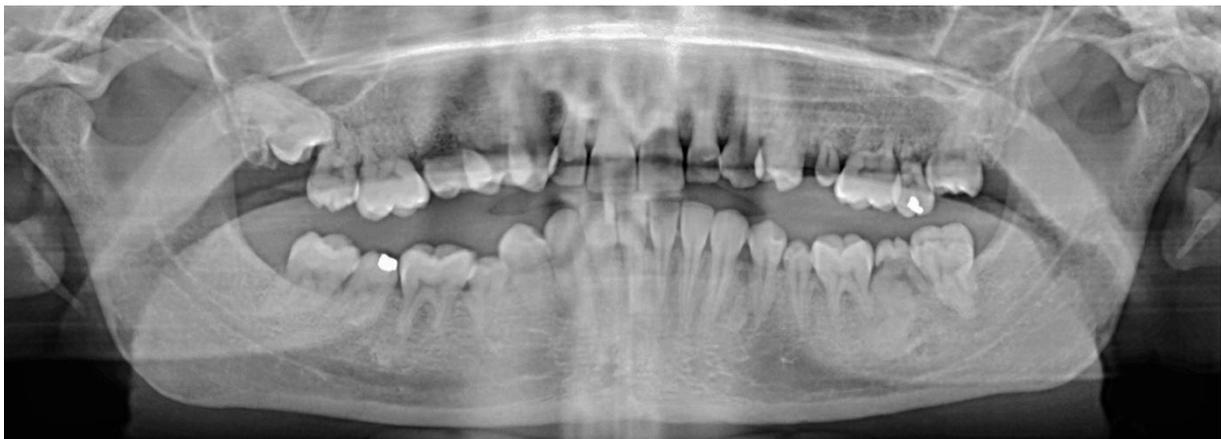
Orthopantomogramme d'une patiente de 34 ans atteinte d'agénésies dentaires et ayant subi une radiothérapie anticancéreuse dans l'enfance (CHU de Nantes, courtoisie du Dr Lopez-Cazaux)
